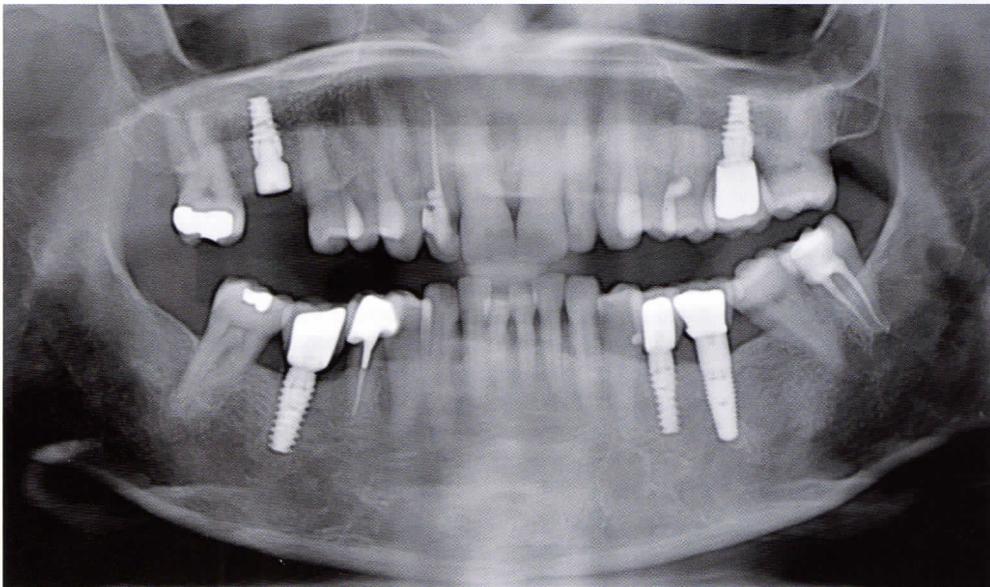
Orthopantomogramme finale montrant le niveau osseux péri-implantaire et les restaurations implantoportées. La technique d'implantation immédiate a été appliquée également au niveau de la 16 après la confirmation du pronostic défavorable de cette dent.
